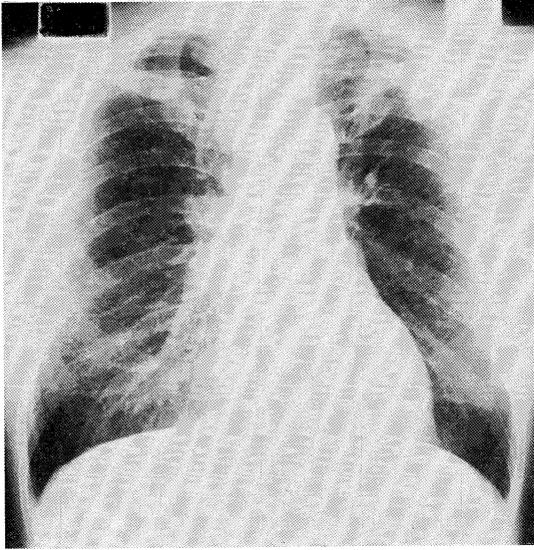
Chest X-ray film of case No. 21 showing a peripheral nodule at left S¹⁺².
